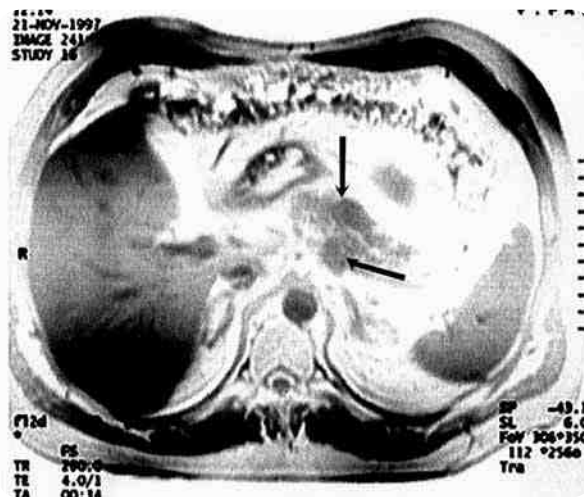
КТ двух гастрином тела поджелудочной железы в режиме контрастного усиления
